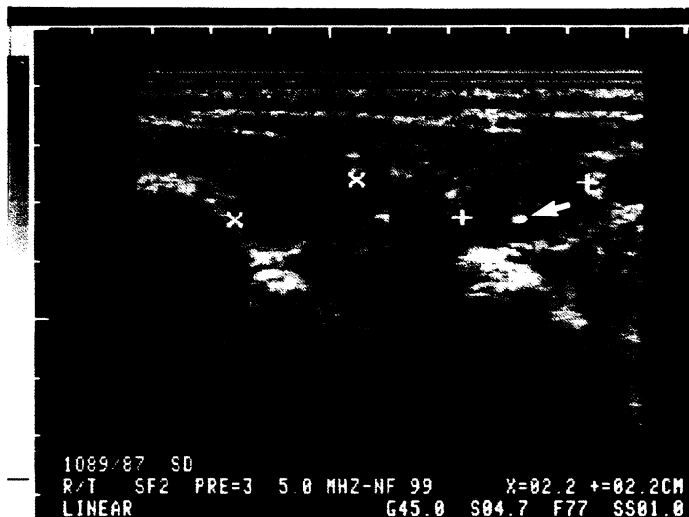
Pat. T. M., 48 J. Teilweise echokomplexer Knoten; Punktion unter sonographischer Sicht. Das paranoduläre Gewebe ist echoreich. Die Punktions-Nadelspitze (Pfeil) ist als weißer Reflex in der unteren Knotenhälfte erkennbar.
